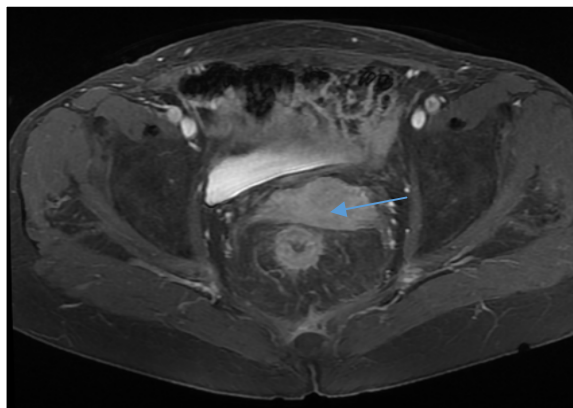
IRM séquence T1 coupe axiale avec injection de gadolinium chez un de nos patients montrant un épaississement circonférentiel du bas rectum qui se rétracte de façon homogène après injection de gadolinium
